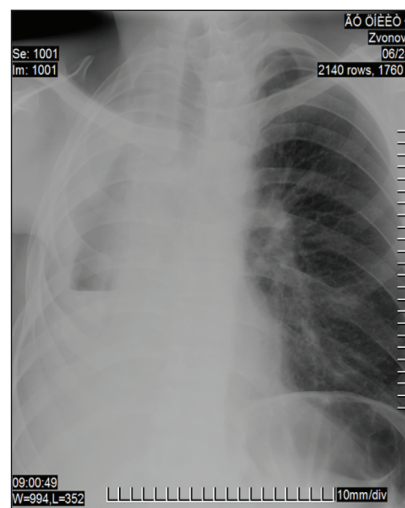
Обзорная рентгенограмма больного 3. | после окклюзии правого главного бронха
